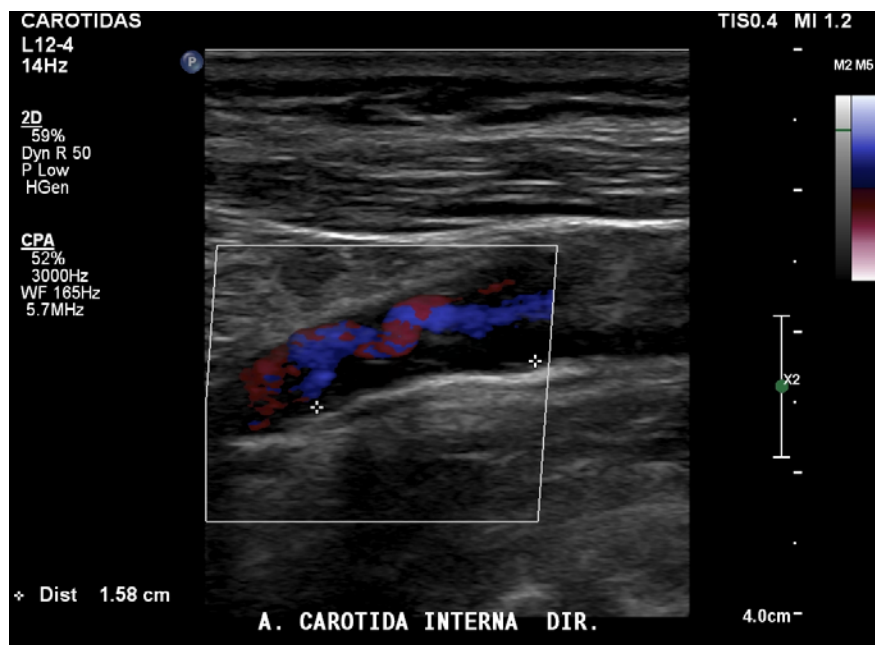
Doppler de amplitude da porção proximal da carótida interna, plano longitudinal
